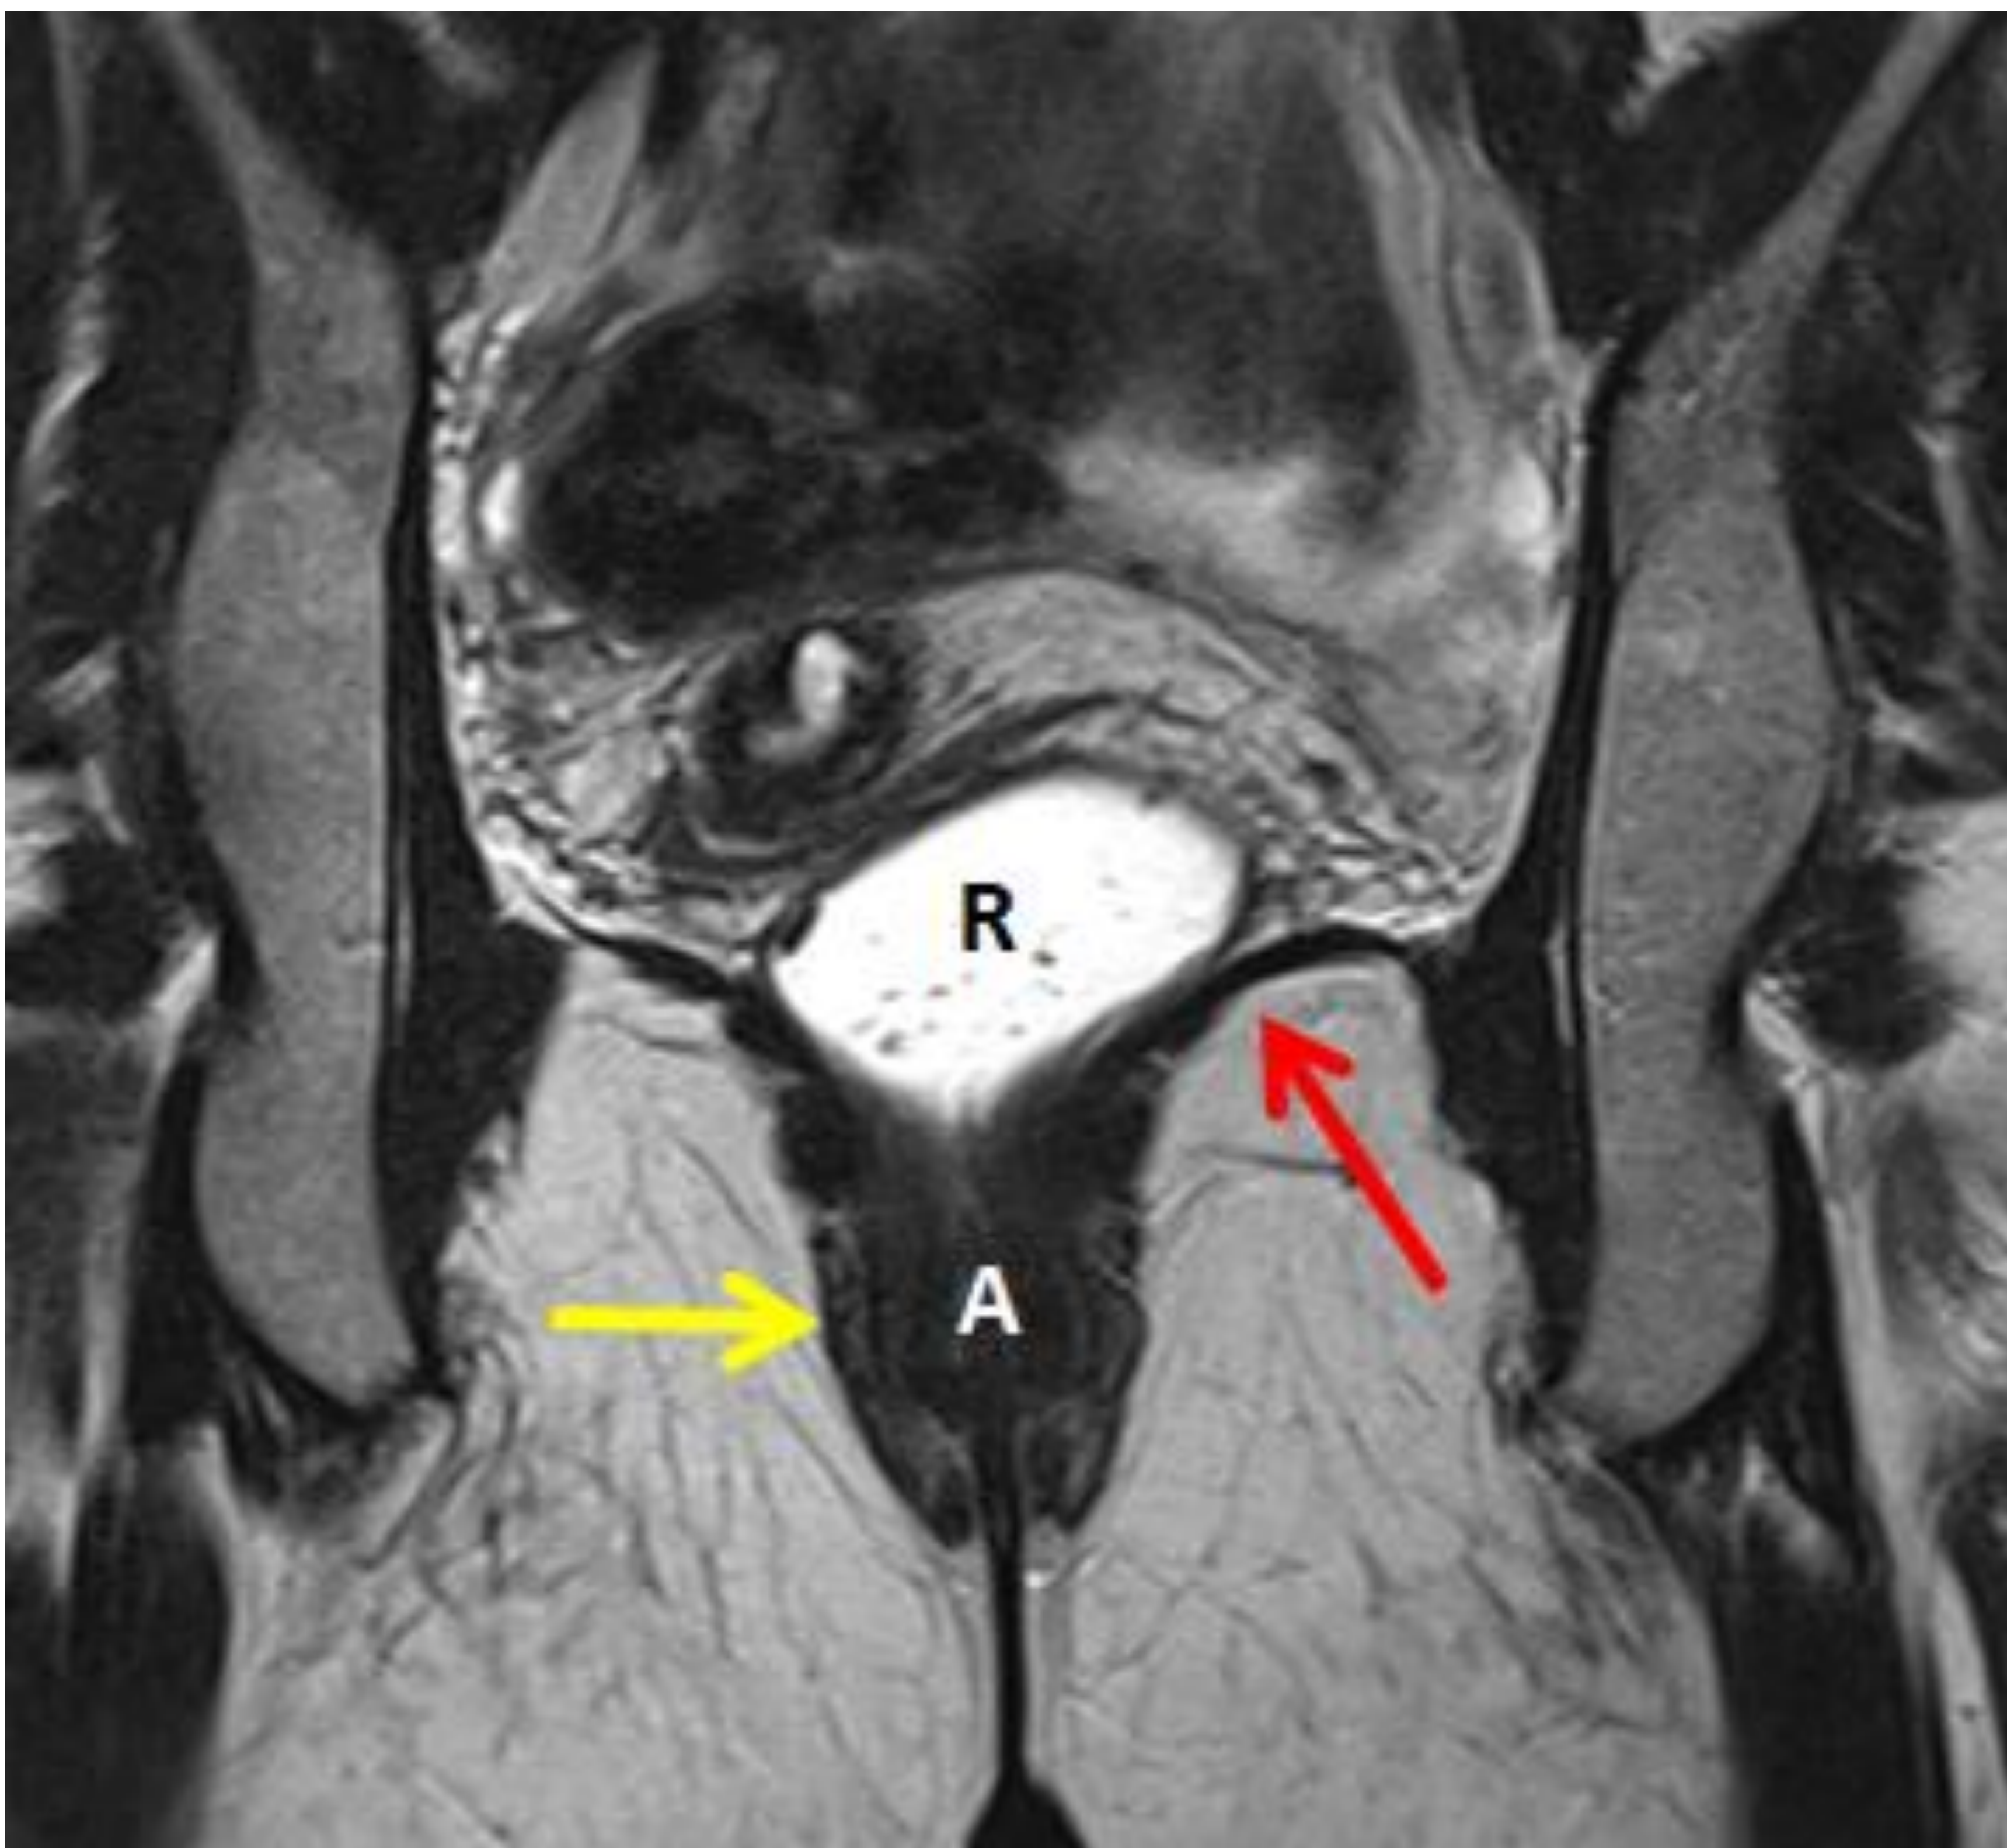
Anatomía normal del suelo pélvico femenino. Imagen de RM en secuencias potenciadas en T2 en plano coronal observando el músculo iliococcigeo y pubococcígeo que son difíciles de diferenciar (flecha roja) y el exterior esfínter anal (flecha amarilla). A = canal anal, R = recto.
